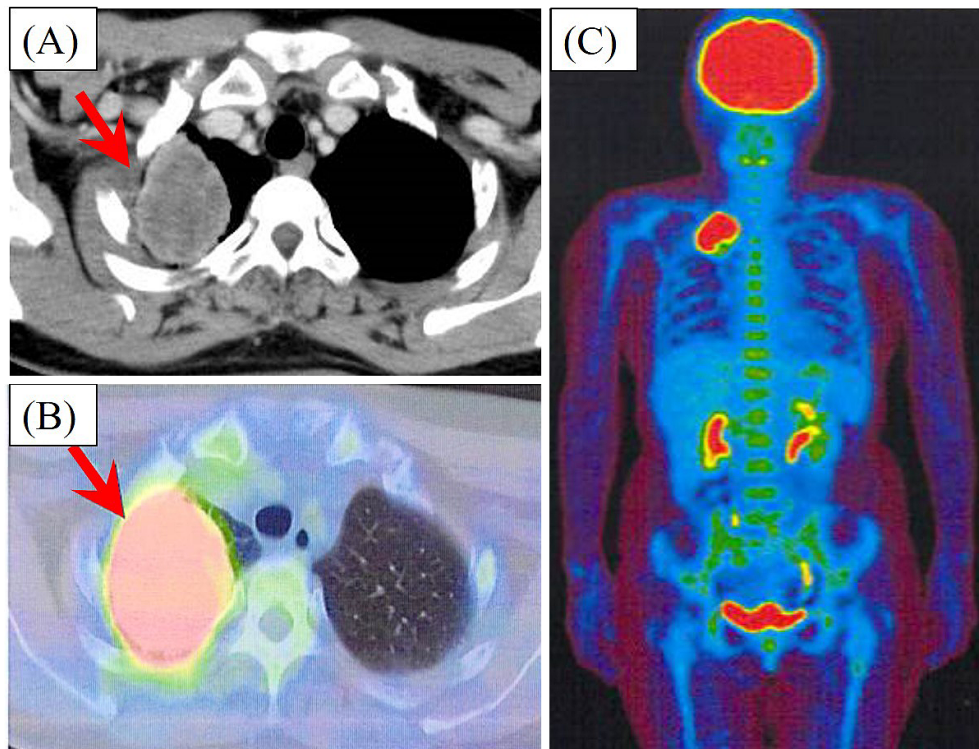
(A) Chest computed tomography shows a right upper lobe lung mass (arrow) measuring approximately 30×30 mm, invading the chest wall. (B) FDG-PET shows an abnormal uptake in the tumor with a maximal standardized uptake value of 23.5 (arrow). (C) FDG-PET shows no abnormal uptake anywhere other than at the lung tumor.
